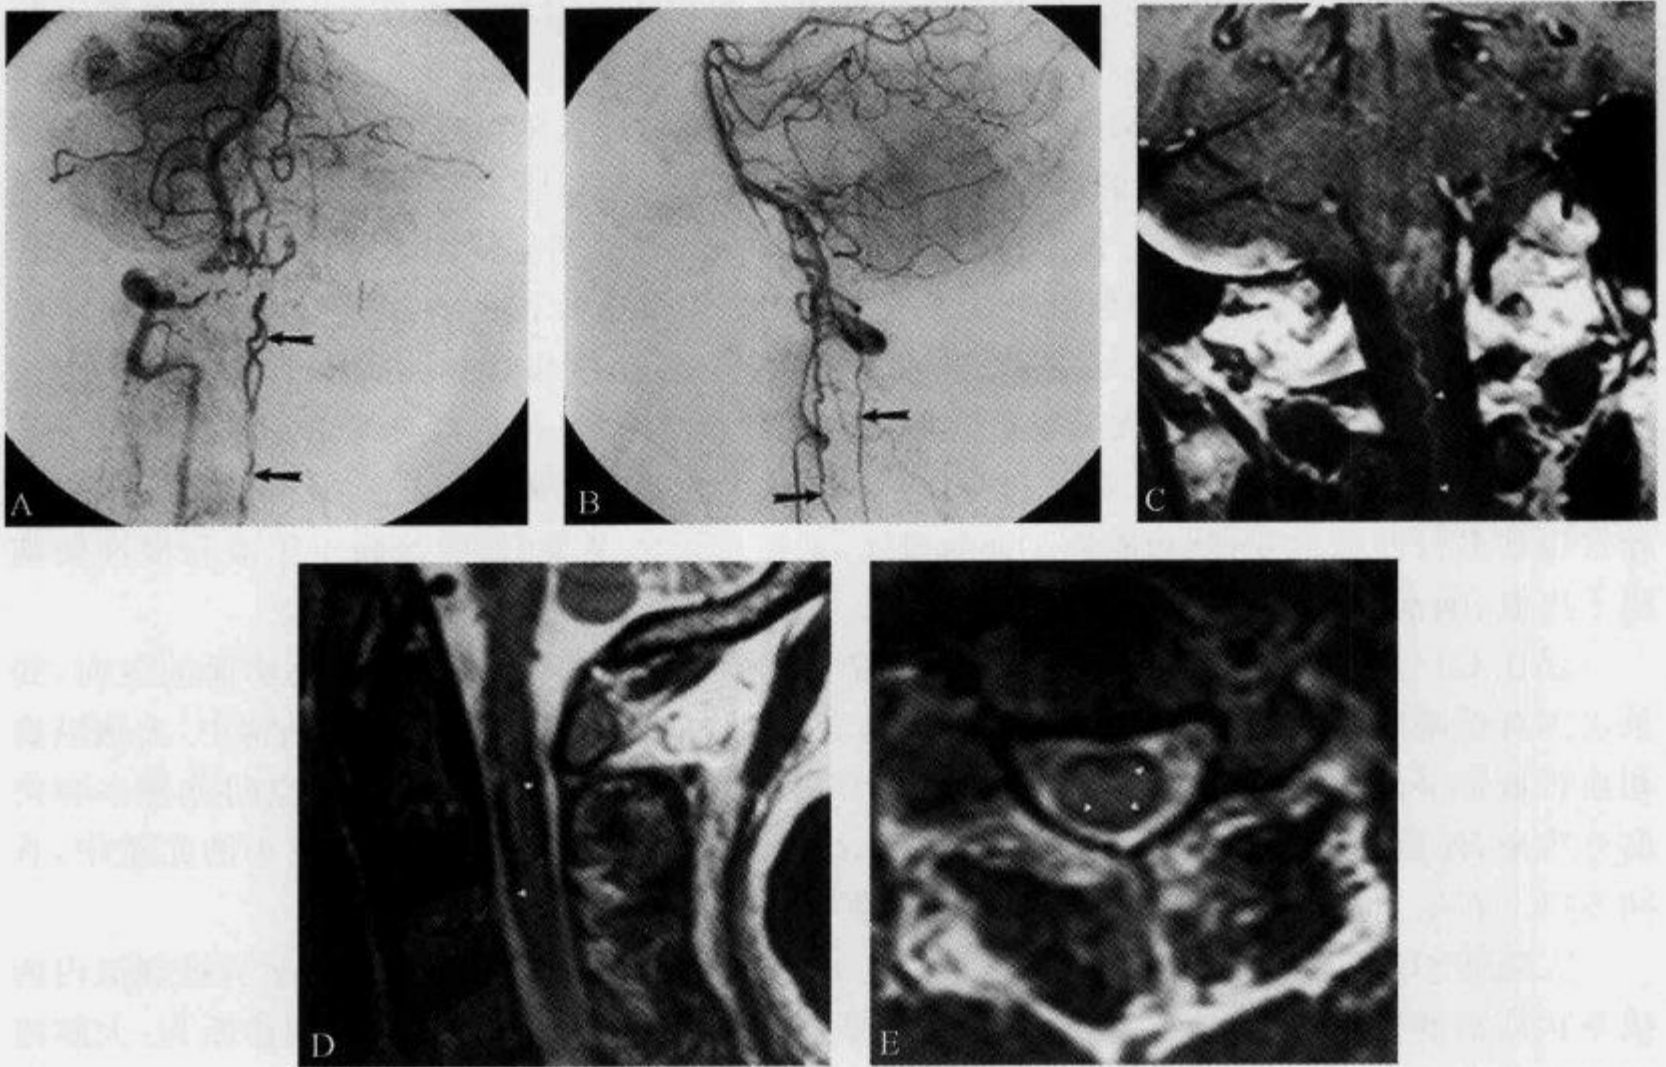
MRI T₂WI 示“脊髓外周低信号征”
